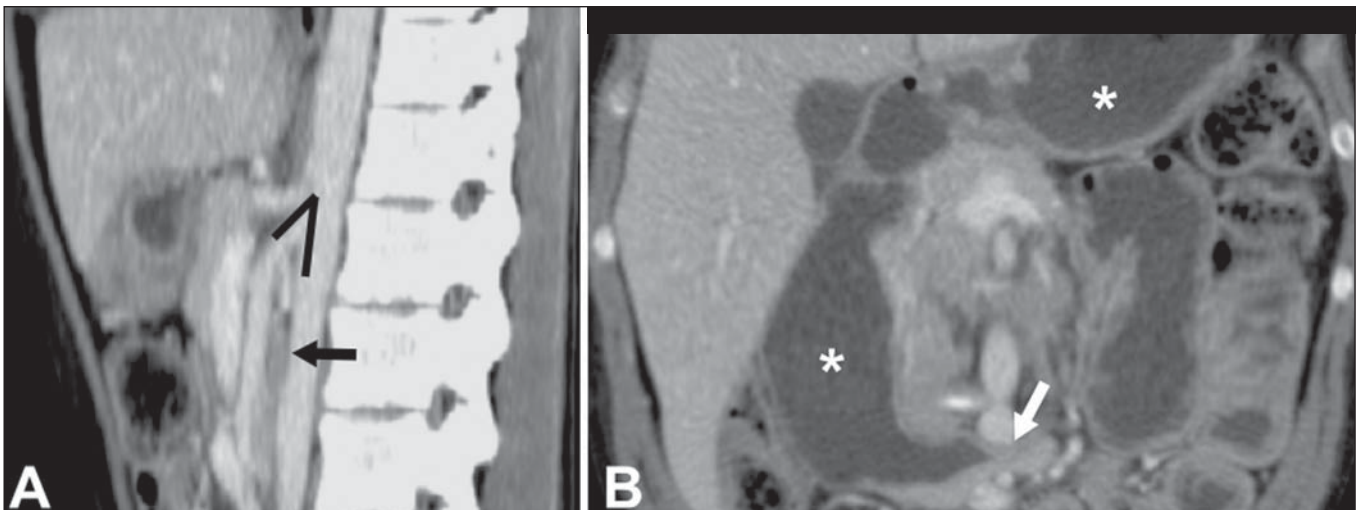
Síndrome da artéria mesentérica superior. TC sagital e coronal. A: Redução do ângulo aortomesentérico (ponta de seta) com redução do calibre duodenal neste nível (seta). B: Dilatação gastroduodenal a montante do ponto comprimido.
